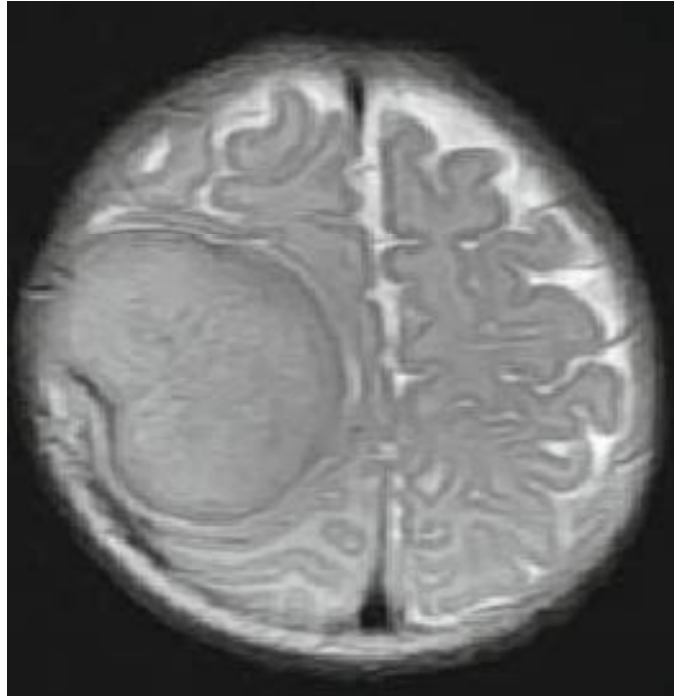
L'IRM montre une masse dans la région pariétale droite mesurant 4,5 x 4,5 x 3,5.
